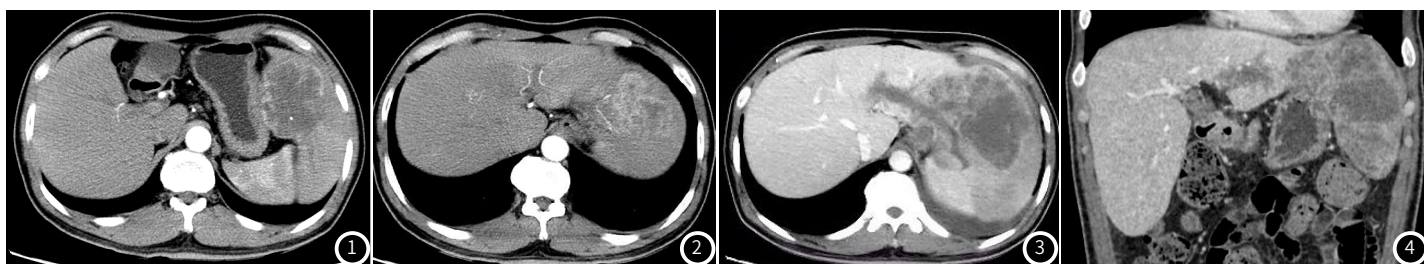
CT示肝左叶见一分叶状低密度影，增强呈环形强化，可见分隔及假包膜。
